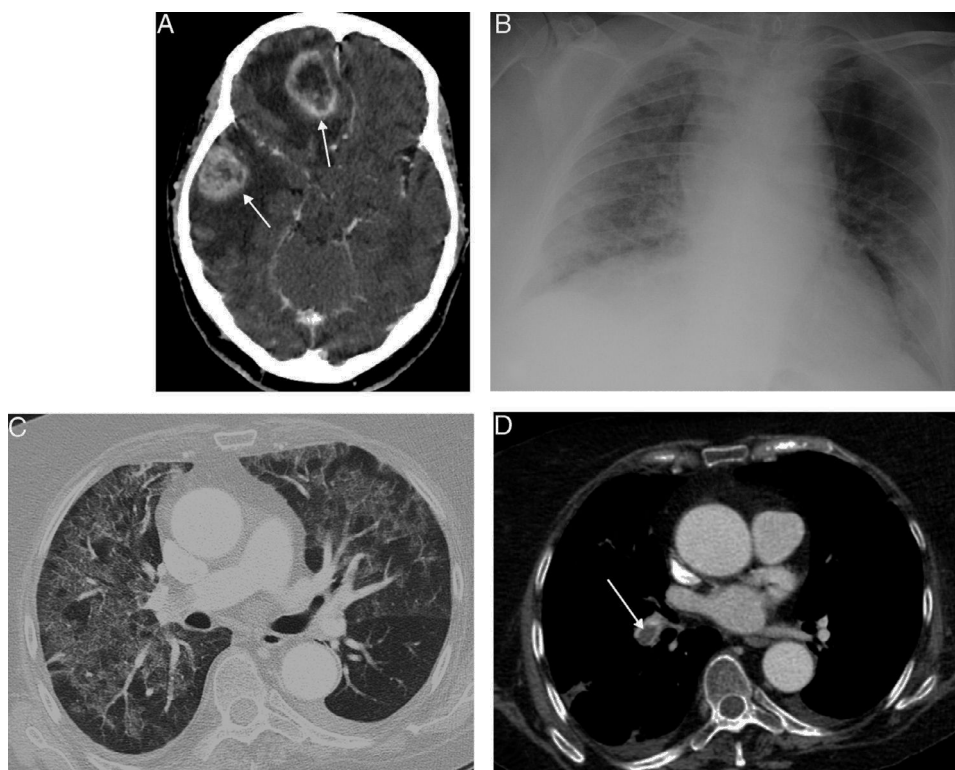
A) Imagen axial de la TC de cráneo, tras la administración de contraste intravenoso, en la que se observan 2 lesiones intraaxiales con realce en anillo (flechas), en hemisferio cerebral izquierdo, con importante efecto de masa y edema perilesional asociado. B) Radiografía anteroposterior de tórax, en la que se identifican opacidades de atenuación en vidrio deslustrado en ambos pulmones. C) Imagen axial de la TC de tórax (ventana de pulmón), en la que se visualiza un llamativo patrón en mosaico del parénquima pulmonar, alternándose áreas de atenuación en vidrio deslustrado con otras de menor densidad, típico de la infección por *Pneumocystis jirovecii*. D) Imagen axial de la TC de tórax (ventana de mediastino), con contraste intravenoso (obtenida al mismo nivel que la imagen C), en la que se demuestra un defecto de repliación central en la arteria lobar inferior derecha (flecha), en relación con un tromboembolismo pulmonar.
